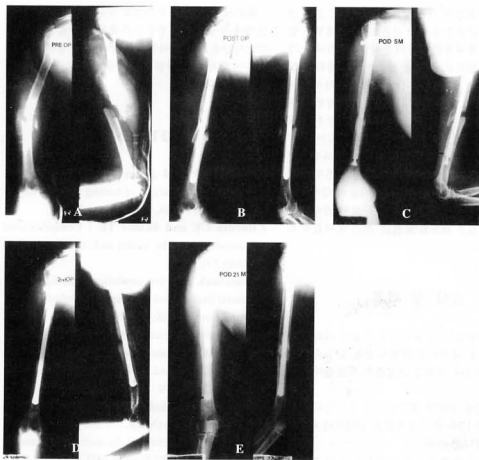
Preoperative roentgenogram.
